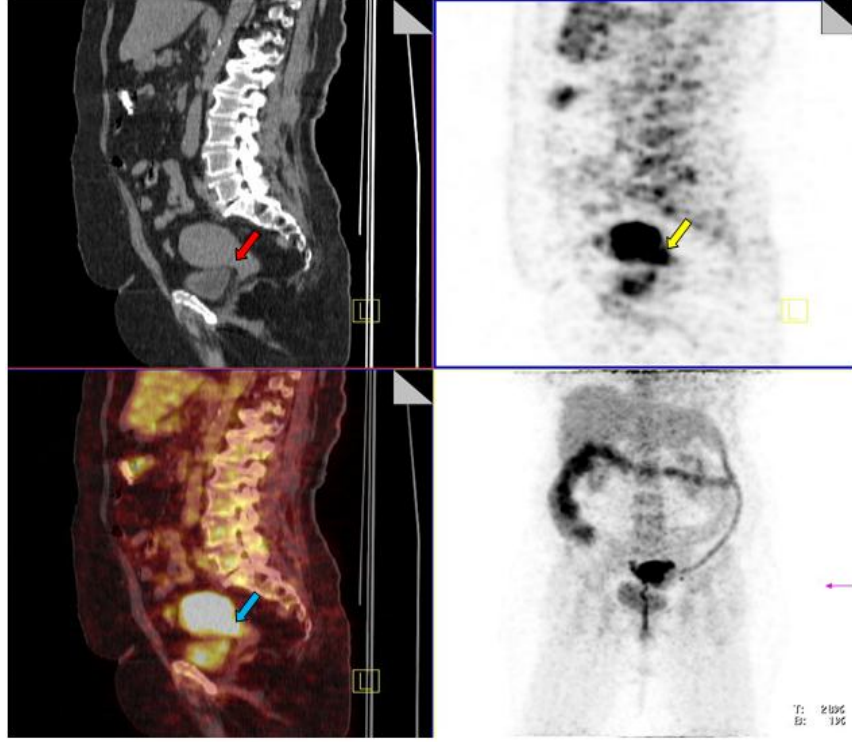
Standart PET/BT FIGO evre IA (skor 1)
